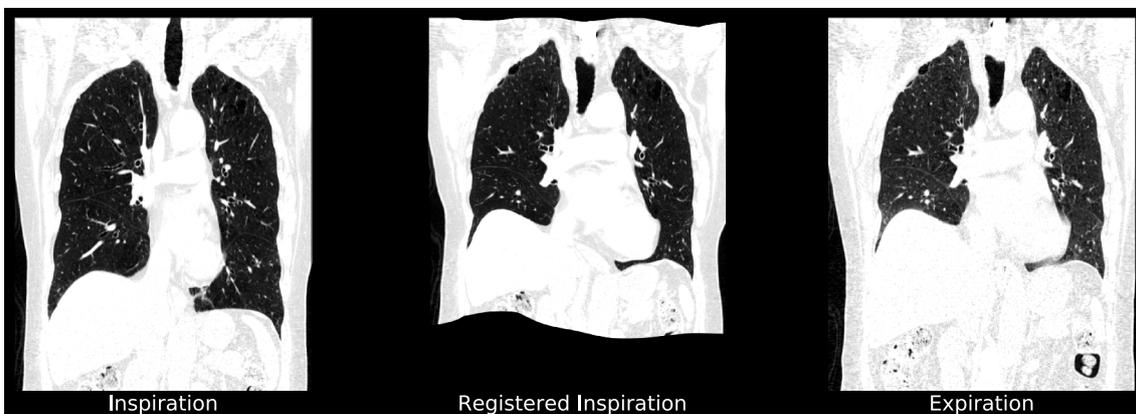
Inspiratory phase CT scan registered to the expiratory phase CT scan.
